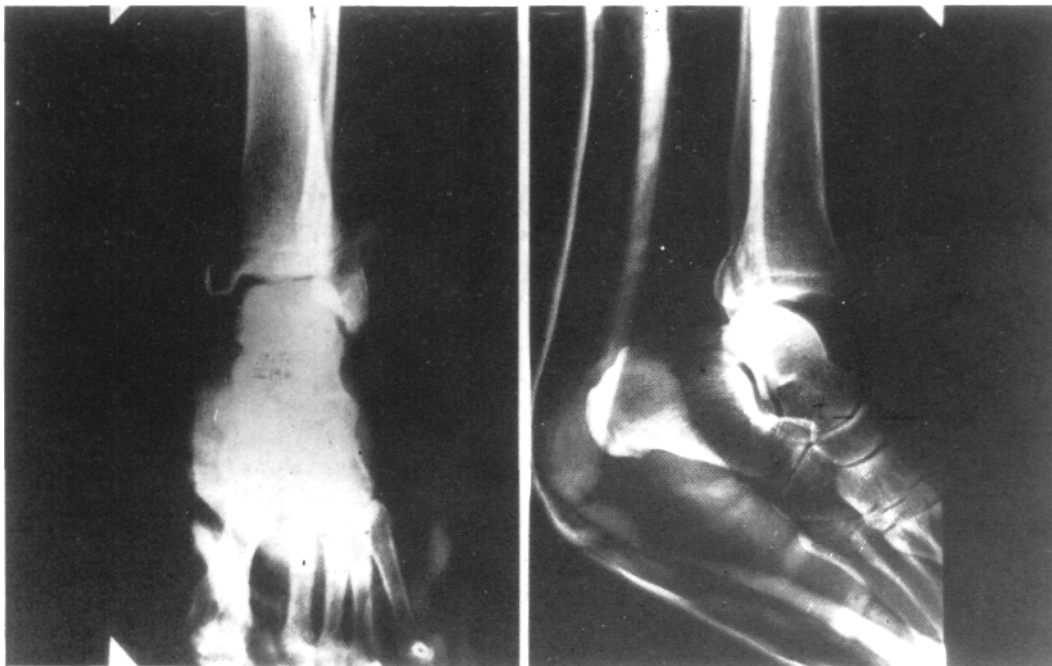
Radiografías al ingreso.
